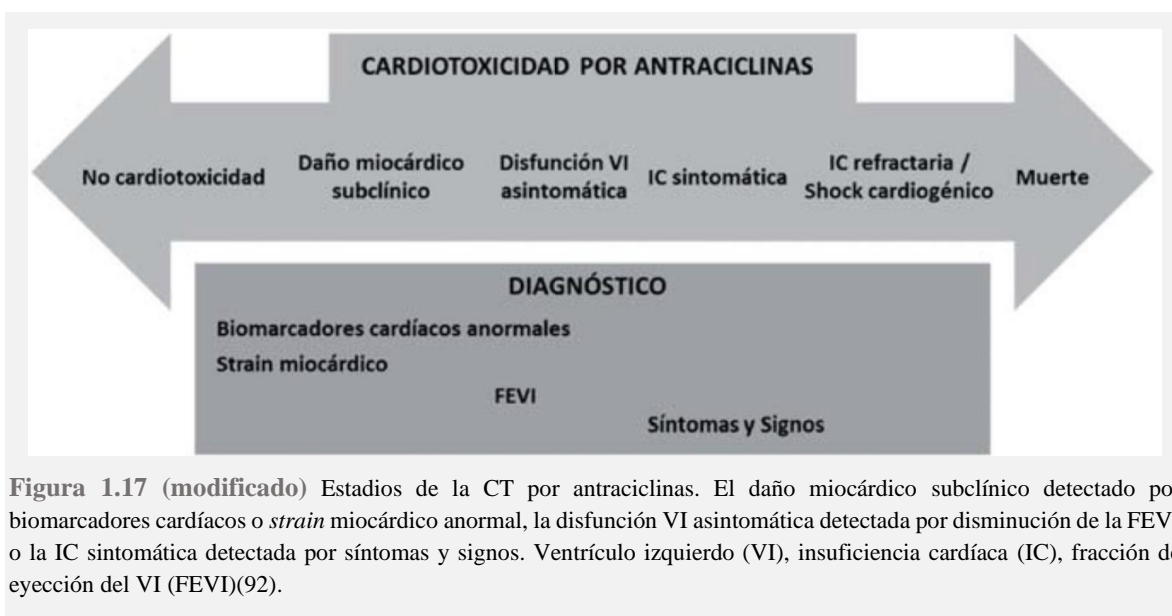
(modificado) Estadios de la CT por antraciclinas. El daño miocárdico subclínico detectado por biomarcadores cardíacos o *strain* miocárdico anormal, la disfunción VI asintomática detectada por disminución de la FEVI o la IC sintomática detectada por síntomas y signos. Ventriculo izquierdo (VI), insuficiencia cardíaca (IC), fracción de eyección del VI (FEVI)(92).
